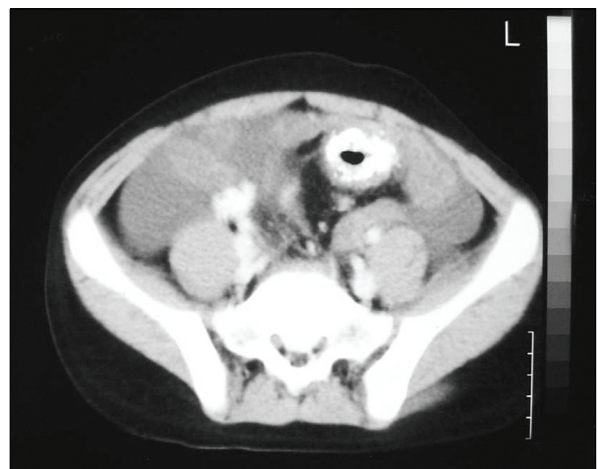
Abdominal CT shows thickened calcific wall of the sigmoid colon and ascites.
